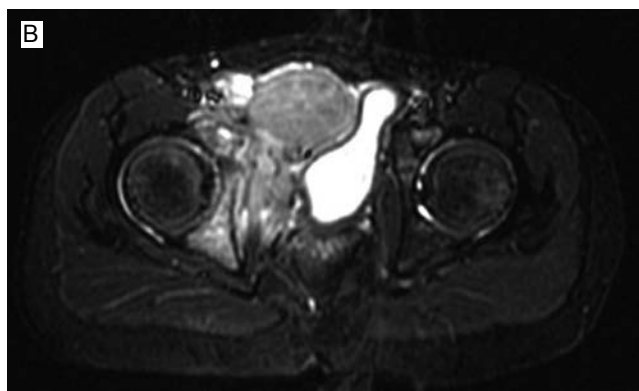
Radiografía simple: lesión en ramas ilio e isquio-púbica derechas con lesiones líticas y reacción perióstica en hojas de cebolla; afectación de tejidos blandos (a). Resonancia magnética simple de pelvis: se observa componente de tejidos blandos que rechazan la vejiga hacia la izquierda (b). Tomografía que corrobora el componente óseo de tipo lítico y el aumento de volumen de los tejidos blandos adyacentes (c).
